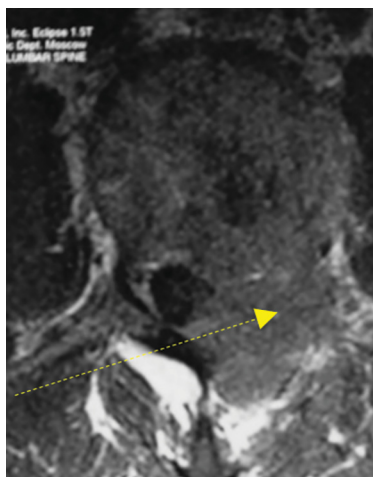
МРТ поясничного отдела позвоночника, T1 аксиальный срез. Очаговое поражение левой половины тела L1 позвонка (желтая стрелка) с переходом на левую часть дуги позвонка, с выходом в просвет позвоночного канала и за пределы позвонка в паравerteбральные ткани слева
